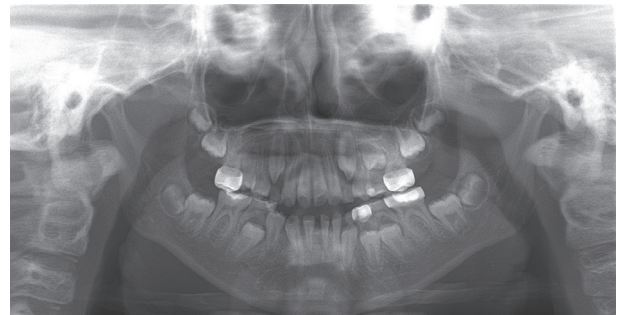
Panoramic radiography after treatment.
